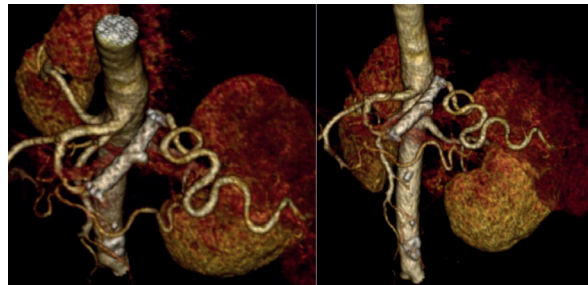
Angio-TC aos 8 anos de seguimento
